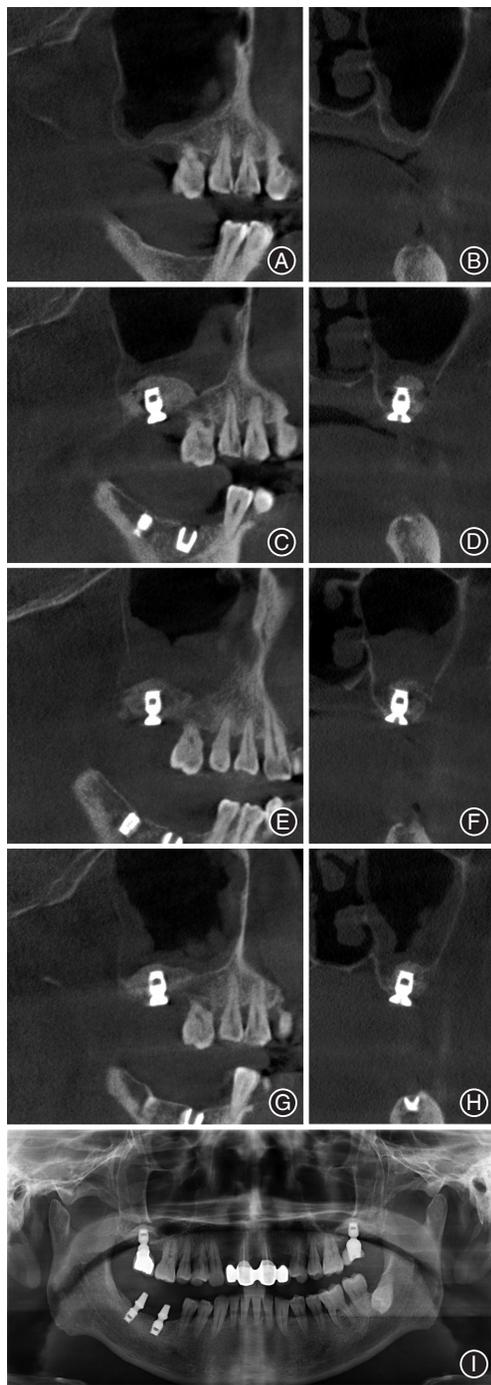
伴慢性上颌窦炎经外侧壁开窗上颌窦底提升术同期牙种植典型病例影像学资料 A: 术前矢状位锥形束CT(CBCT)示术区慢性上颌窦炎, 黏膜增厚; B: 术前冠状位CBCT示术区窦底情况; C: 术中完整将窦底提升, 术后矢状位CBCT示术区提升效果可; D: 术后冠状位CBCT情况, 提升效果可; E: 术后7 d上颌窦急性炎症, 矢状位CBCT情况; F: 术后7 d上颌窦急性炎症, 冠状位CBCT情况; G: 控制炎症7周后, 矢状位CBCT情况; H: 控制炎症7周后, 冠状位CBCT情况; I: 修复后12个月全颌曲面断层片, 示经外侧壁开窗的上颌窦底提升术效果尚可
